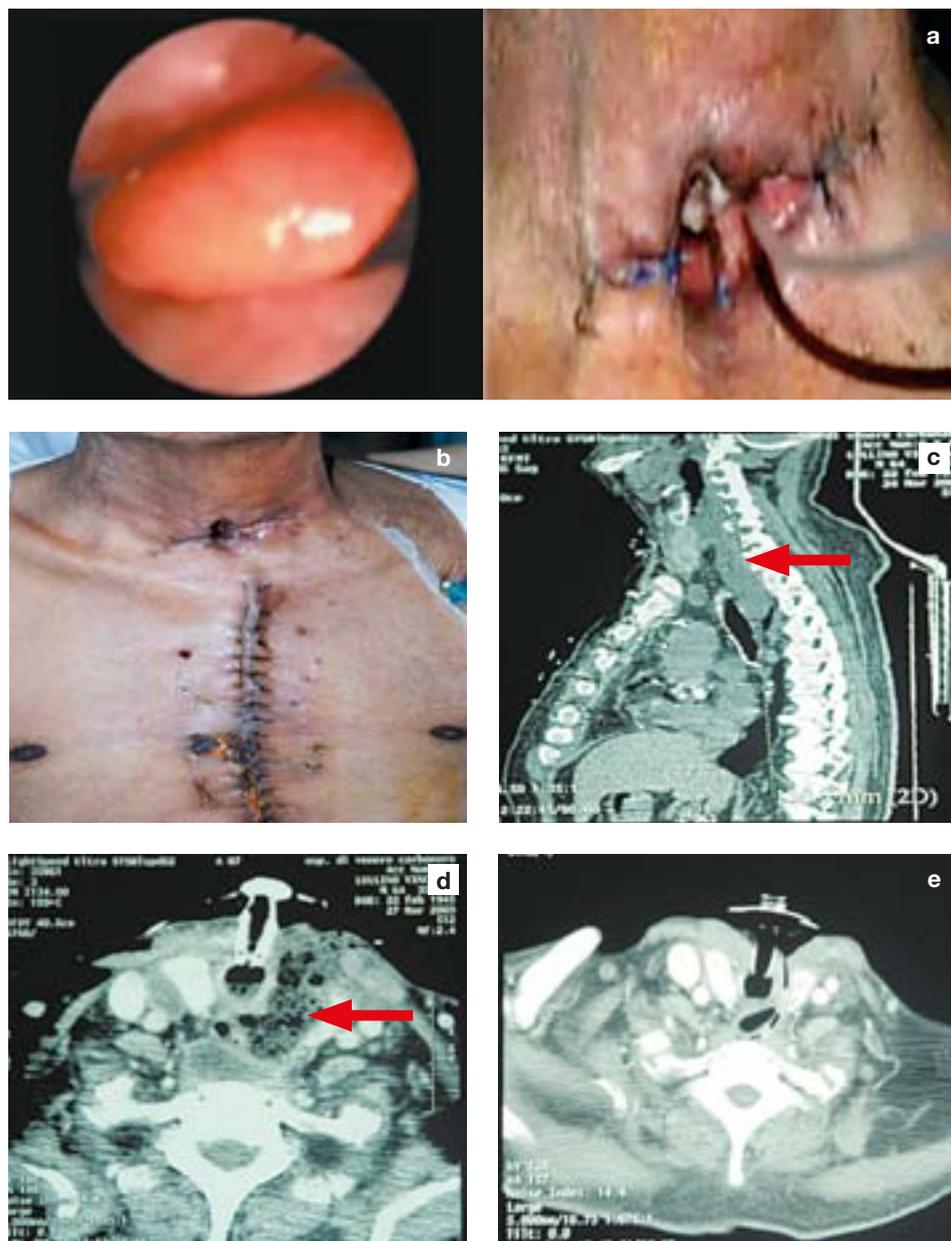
CASO 2: a, b, c) TC della raccolta retro faringea – freccia rossa; d) descrizione referto (casistica personale degli Autori).
